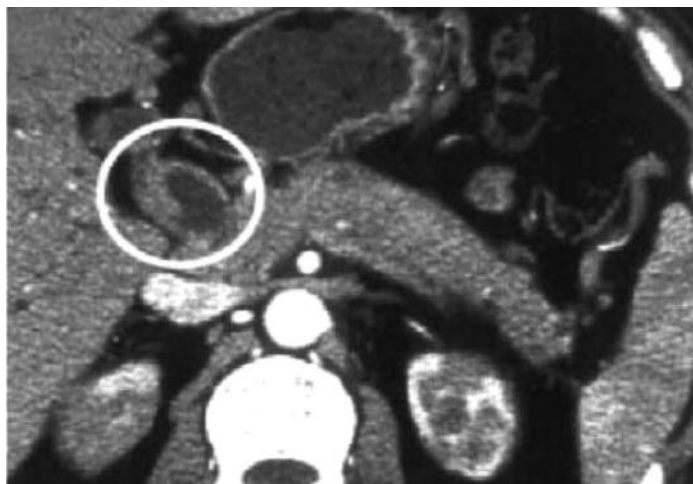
Компьютерная томограмма органов брюшной полости у больного АИП
